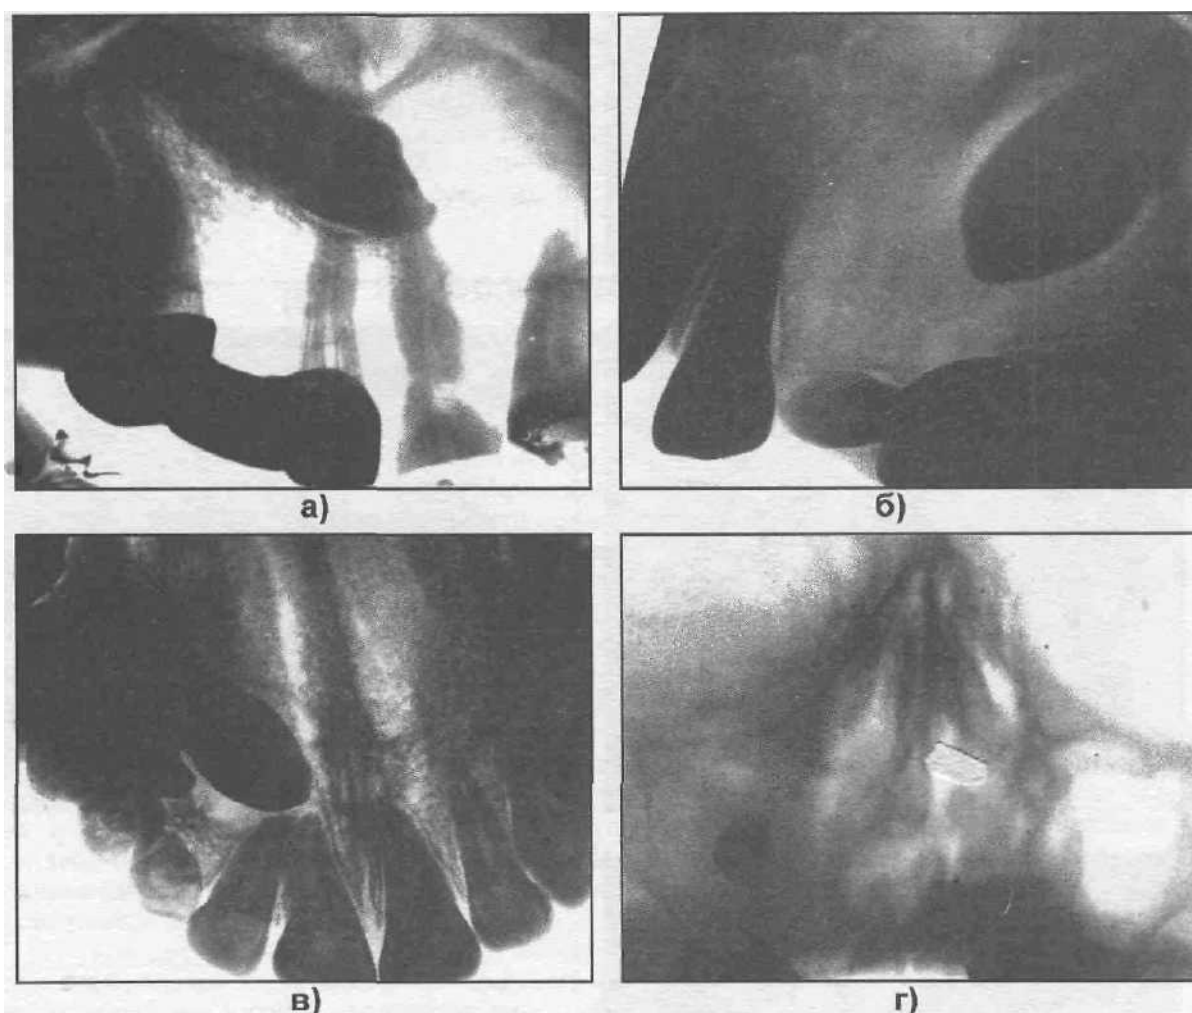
Рентгенограммы верхней челюсти больных с фолликулярными кистами. Прицельная рентгенография (а, б, в). Придаточные пазухи носа (г).
